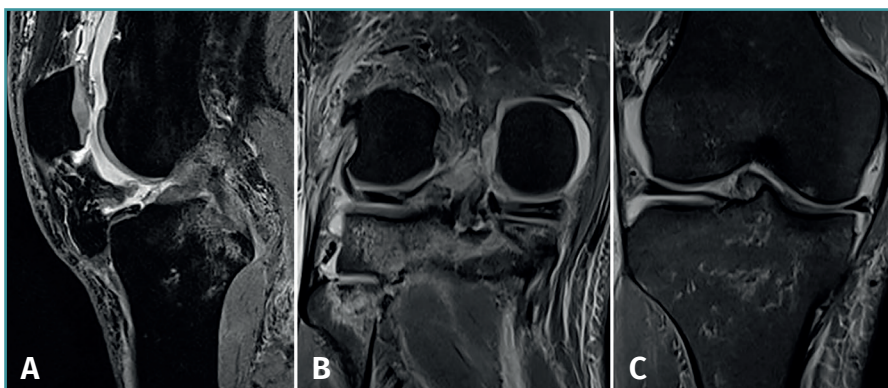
La resonancia magnética muestra edema poscontusional en la tibia con rotura del ligamento cruzado anterior, manteniéndose el ligamento cruzado posterior insertado correctamente en el corte sagital (A); la imagen coronal muestra una lesión radial de la raíz meniscal externa y una avulsión ósea con fragmento óseo de la raíz interna (B), provocando una extrusión del menisco interno (C).
